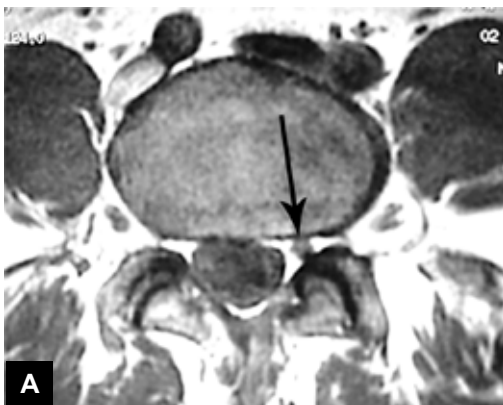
A y B. RM Axial T1 y T2 a nivel del disco L4-L5. La vaina radicular L-5 izquierda se muestra rodeada de grasa. Con características normales (Flecha), rodeada por grasa. En B se distinguen las raíces L-5 y S-1 próximas a su entrada a la vaina radicular conjunta (Flecha).
